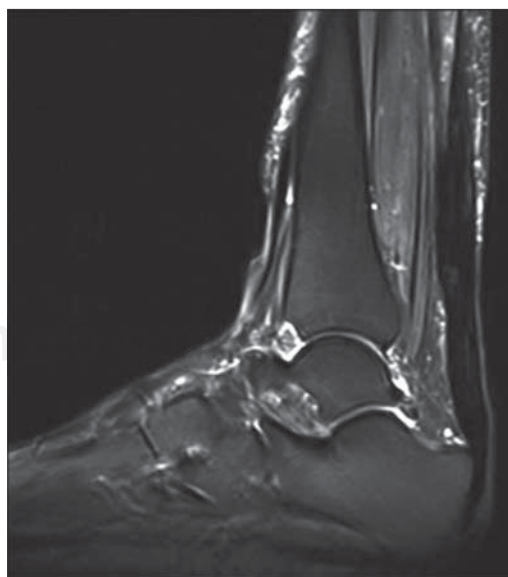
Resonancia magnética nuclear al final del seguimiento (a cinco meses de la lesión).
